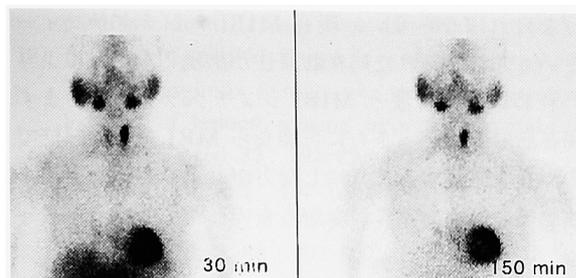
MIBI scintigraphy shows increased accumulation in the left upper parathyroid adenoma.
